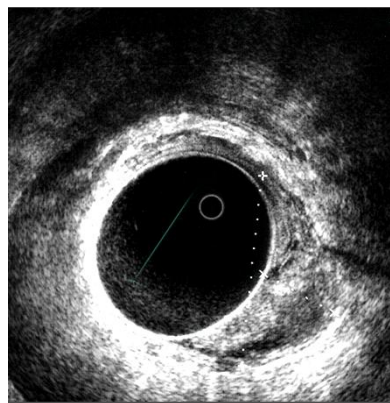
Immagine ecografica di una lesione che invade la sottomucosa (uT1).
